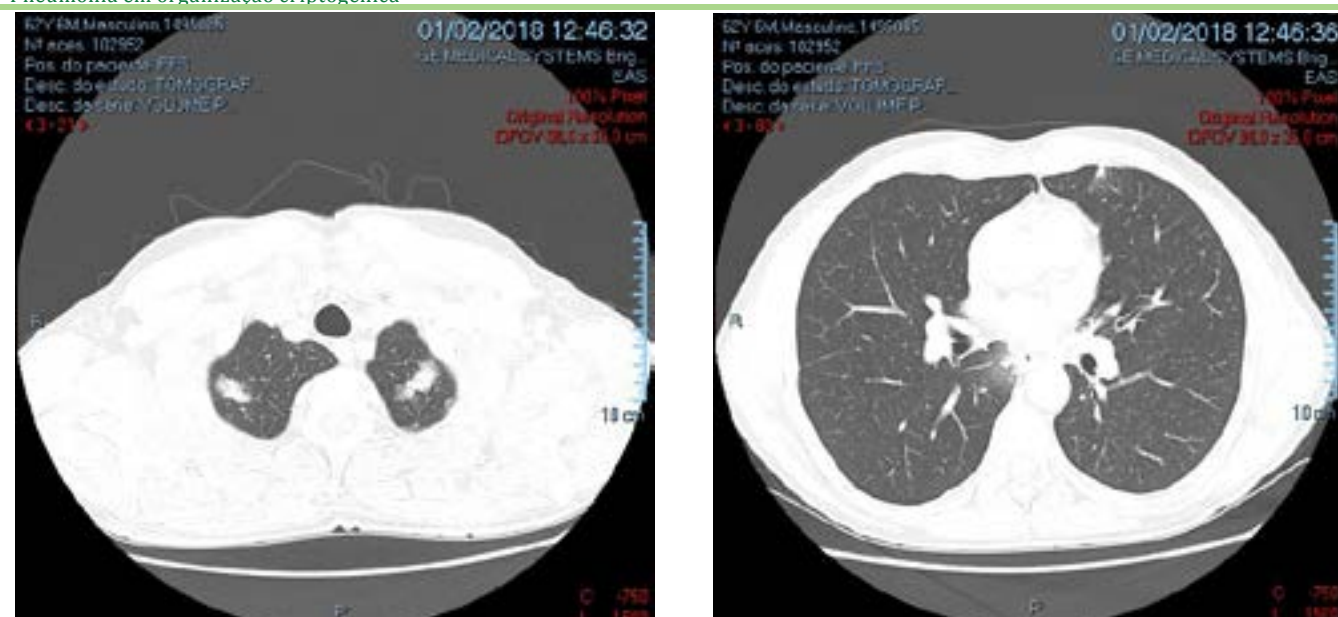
Tomografia computadorizada de tórax de 01/02/2018. Fonte: HSPE
